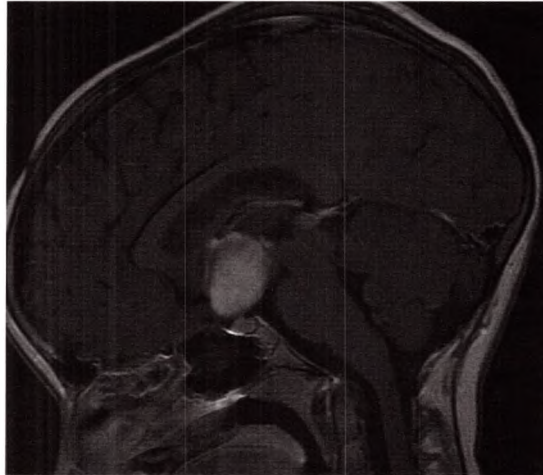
IRM en pondération T1 avec injection de gadolinium. Gliome des voies optiques.
